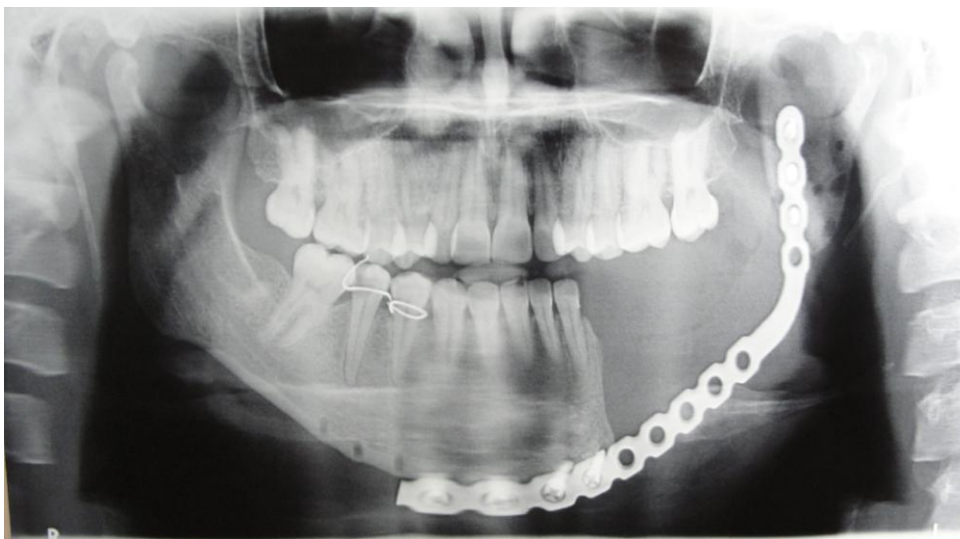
radiografia panorâmica no trigésimo dia de pós-operatório
